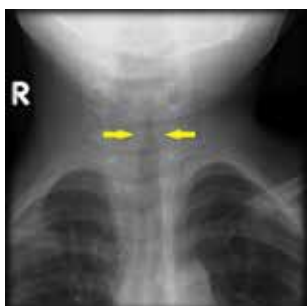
Radiographie du cou, caractéristiques des conditions provoquant un stridor
